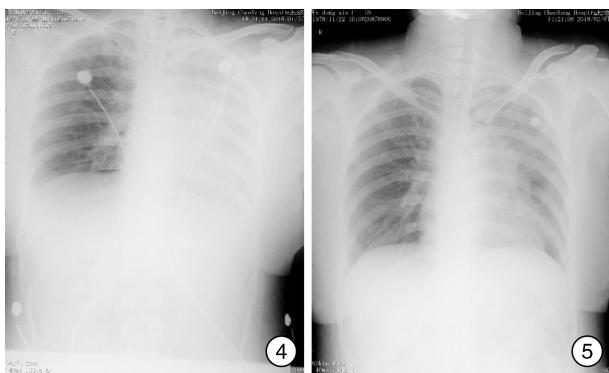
2018年1月31日床旁X线胸片 双肺纹理粗重、模糊;左肺大片状实变影,结合病史考虑为肺不张,双侧胸腔积液可能; 图5 2018年2月1日床旁X线胸片 双肺纹理重、模糊;左肺大片实变影,结合病史考虑肺不张,较图4稍好转。
